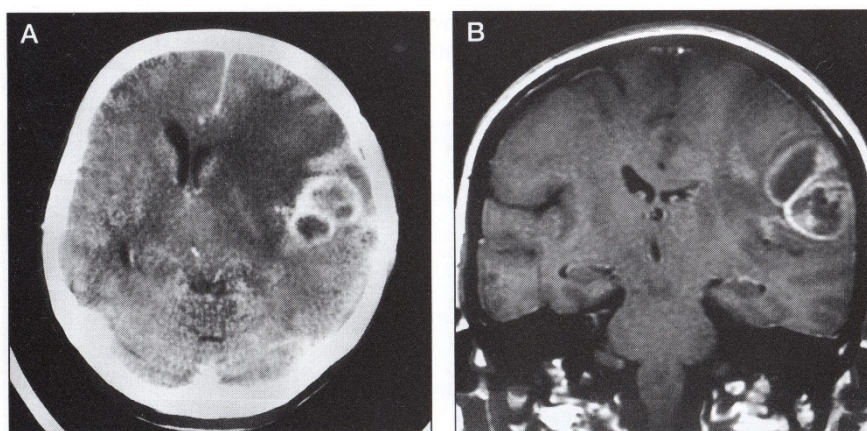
Astrocytom grade III, A: CT obraz po KL, B: MR obraz T1 po KL [12]
